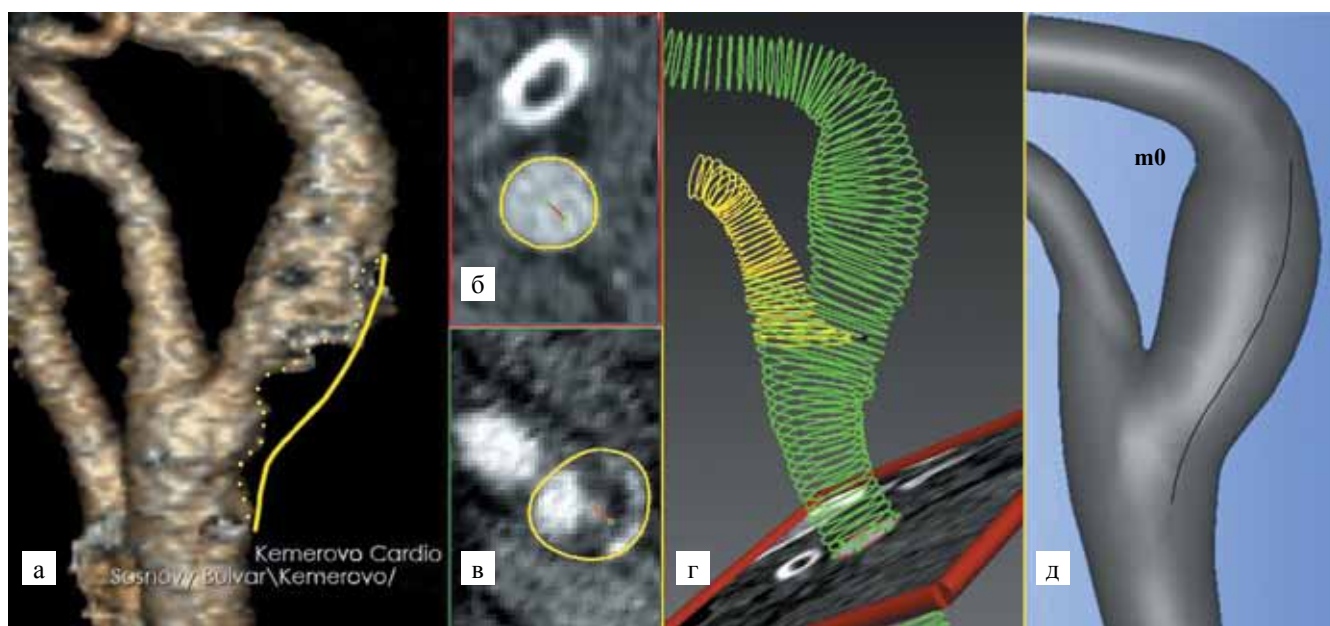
Компьютерная томография с ангиографией предоперационной области течения в сонных артериях: а – сосуд на переднем плане; б – контур сегментации в здоровой части ОСА; в – контур сегментации в пораженной части ВСА вблизи бифуркации; г – сегментации ОСА-ВСА и НСА; д – геометрическая форма базовой модели m_0 с линией разреза
